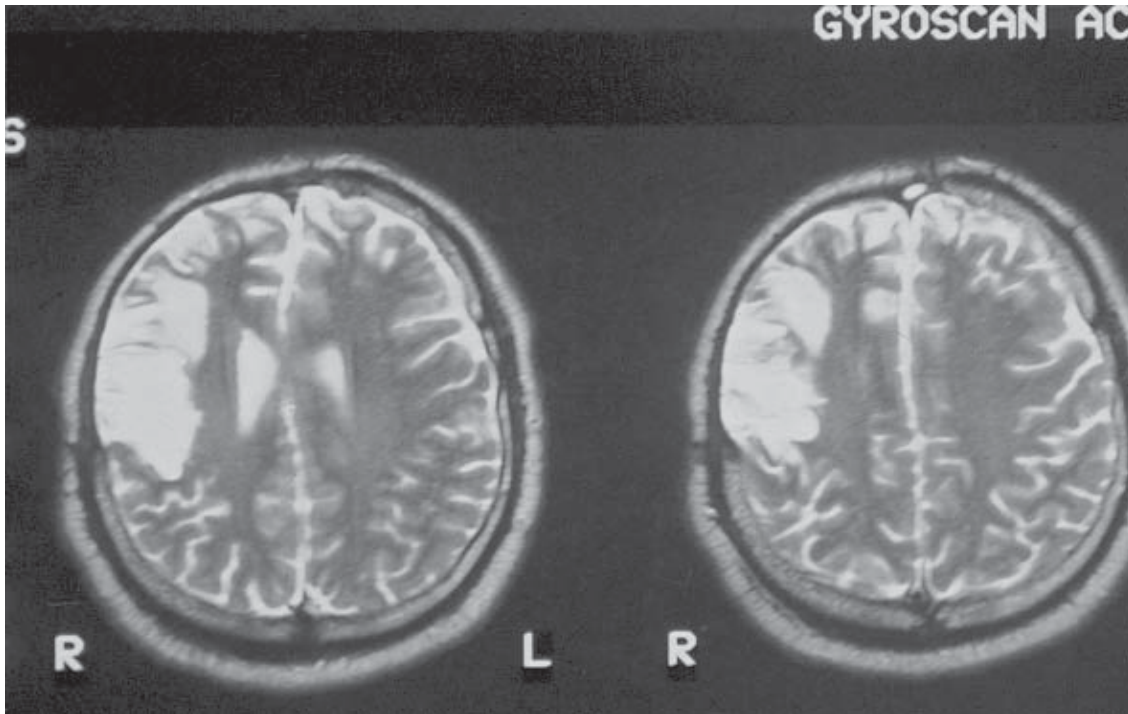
RM pós-operatória em T2 mostrando a ressecção subpial central realizada.
